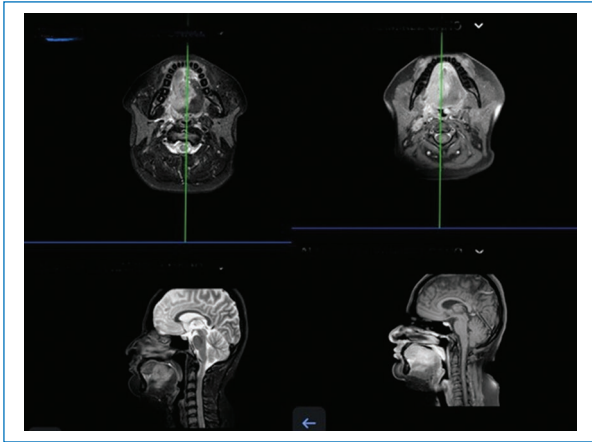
Pre-operative magnetic resonance imaging of the head and neck. Axial (top row) and sagittal (bottom row) T2-weighted images demonstrate an infiltrative lesion occupying the posterior two-thirds of the tongue, crossing the midline, and displacing adjacent oropharyngeal structures.
